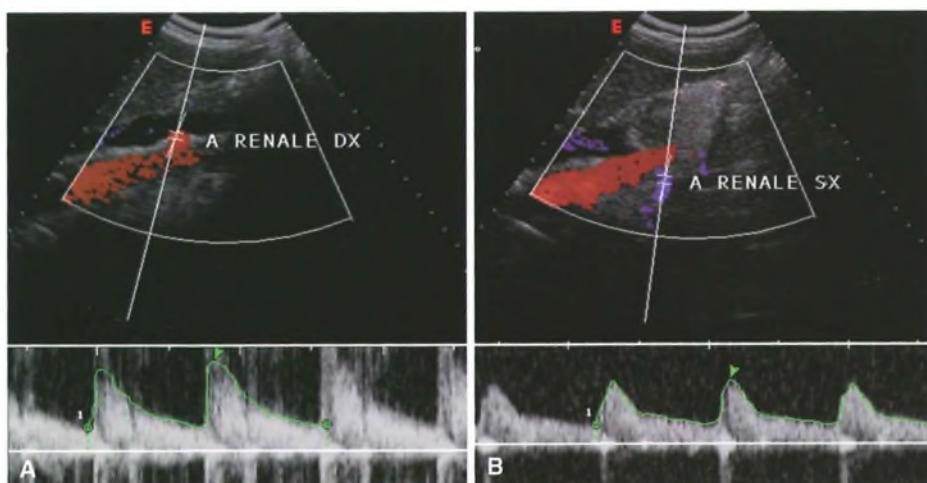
Eco-color-Doppler: scansioni oblique laterali con evidenziazione delle emergenze aortiche delle arterie renali destra e sinistra, con il relativo velocitogramma di normalità.
